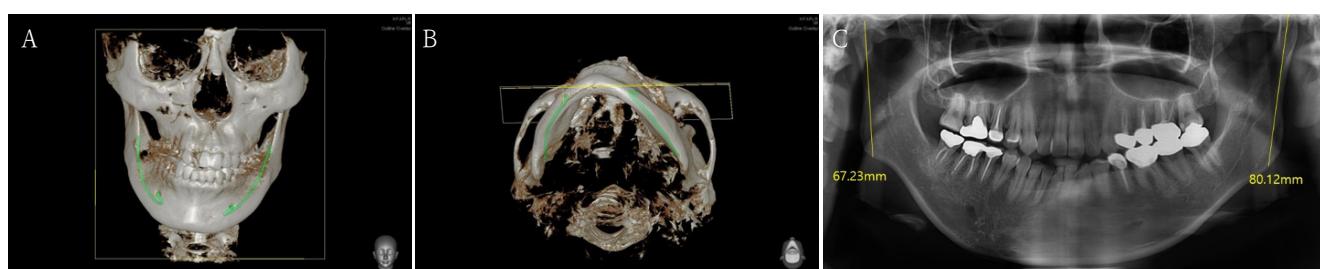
A. 3D facial CT (frontal view). B. 3D facial CT (submentovertex view). C. Panoramic radiograph.
